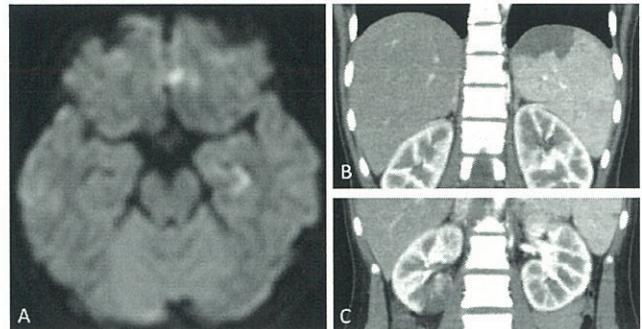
a 左側頭葉深部皮質の高信号域 (MRI : DW) b 脾梗塞 (造影 CT) c 腎梗塞 (造影 CT)
